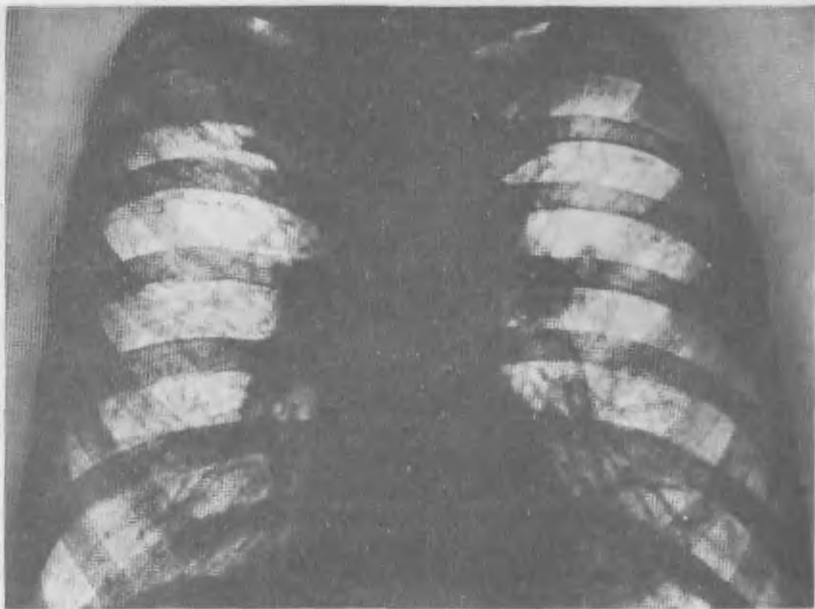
Обзорная рентгенограмма легких больного хондроостеопластической трахеобронхопатией, осложненной хроническим бронхитом и рецидивирующей пневмонией. На фоне обогащенного и деформированного легочного рисунка видны множественные очаговые и фокусные тени с нечеткими контурами, местами с обызвествлением. Утолщение плевры.
